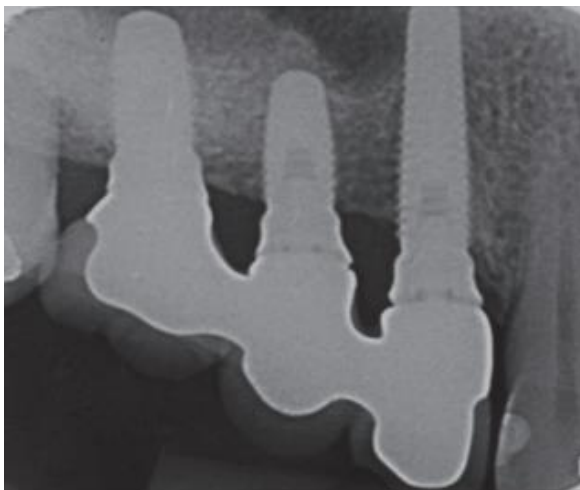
Radiografia periapical final.
